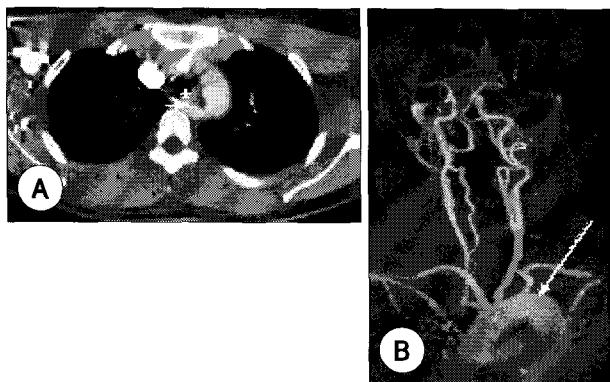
A : A cervical CT scan revealed retroesophageal aberrant right subclavian artery (arrow head) crosses the posterior wall of the esophagus (*). (B) MRI -angio-3D scan shows the origin of the right subclavian artery (arrow) is left part of the aorta.
